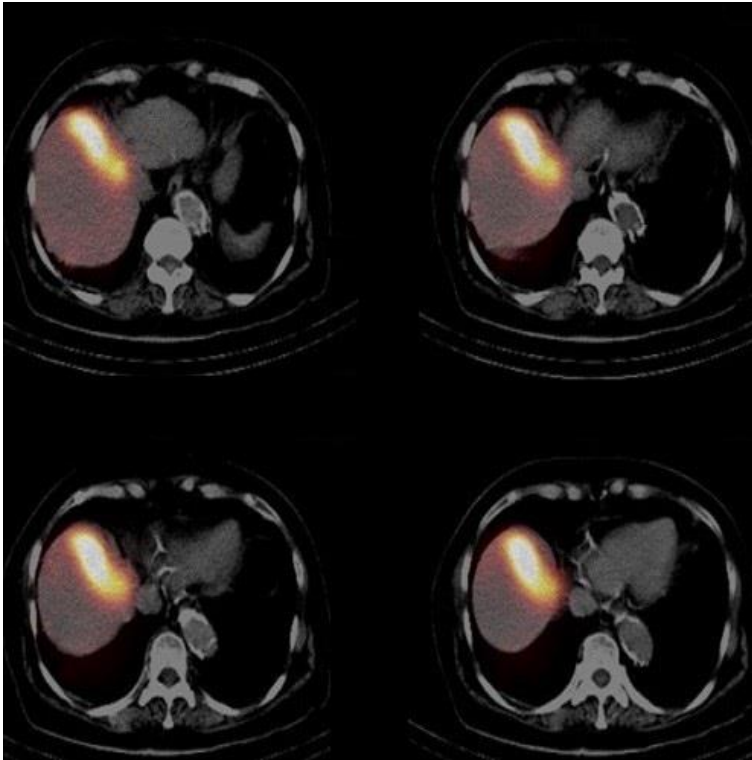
SPECT bei einem anderen Patienten. Tracermehranreichernde Tumormanifestationen in S4 nach MAA-Injektion in die S2/3 Segmentarterien und S4-Äste der AHS. Institut für Diagnostische und Interventionelle Radiologie und Neuroradiologie – Universitätsklinikum Essen.
